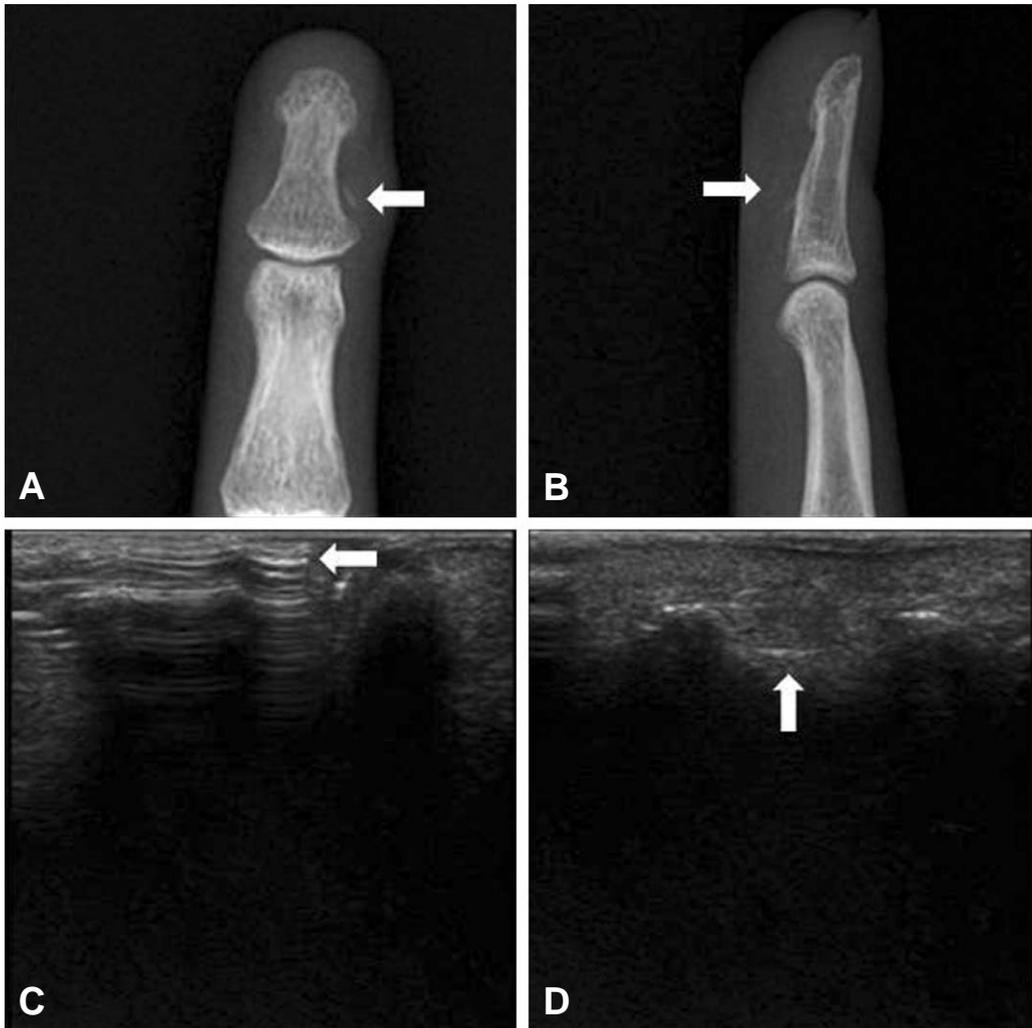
The patient injured his left middle finger with broken glass particle, Radio-opaque foreign body was seen on plane radiographs, (A) (B). Foreign body can be seen on ultrasonography. The long axis and short axis ultrasonographs demonstrated the location and size of the foreign body, (C) (D).
